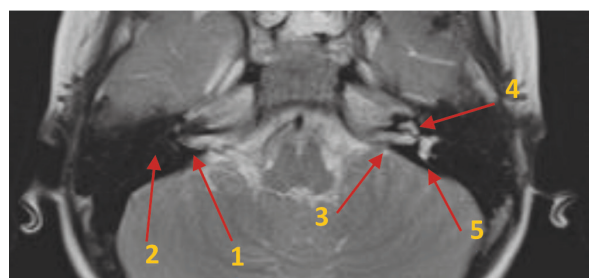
МРТ. Аксиальная проекция. Больная У. М., 5 лет. Оссификация улитки:
